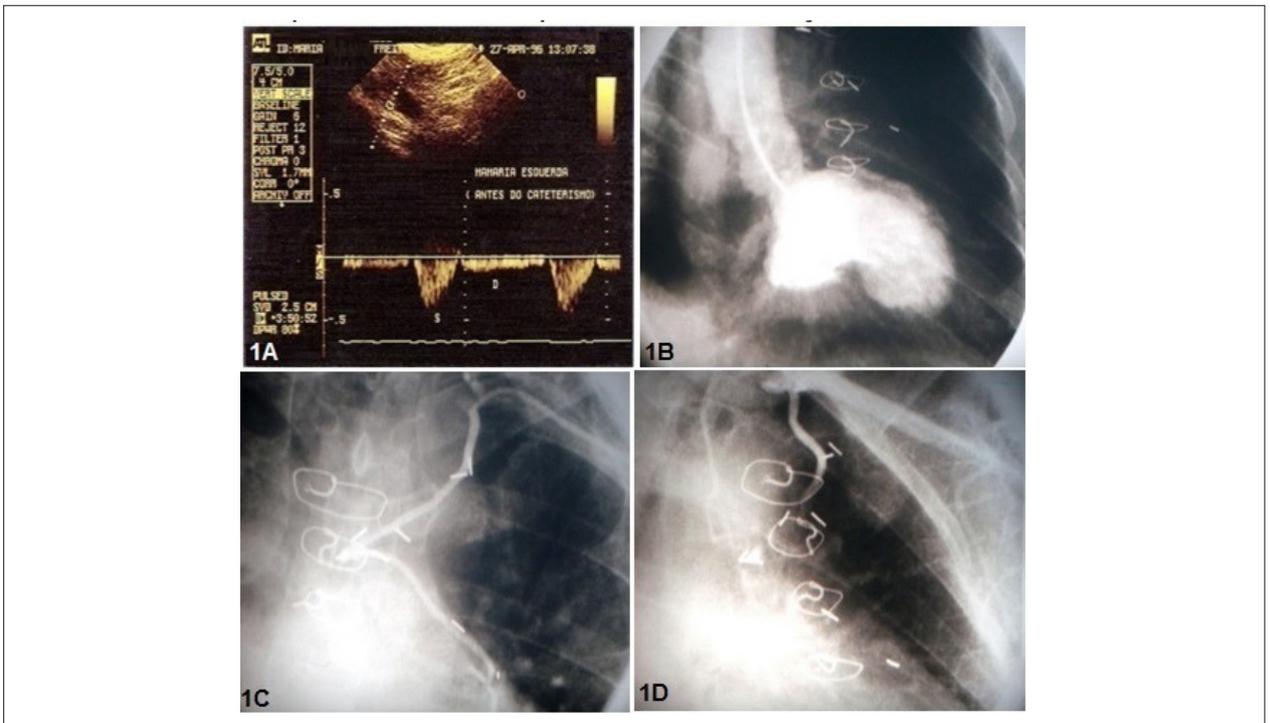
O Doppler da artéria torácica interna anastomosada na artéria coronária descendente anterior apresentando fluxo sistólico e diastólico (A); aneurisma da região apical do ventrículo esquerdo (B) verificado antes do cateterismo da artéria torácica interna; angiografia da artéria torácica interna sem estenose ou espasmo perfundindo a coronária (C); em subsequente angiografia, ocorre total oclusão da artéria torácica interna após seu segmento proximal (D).
